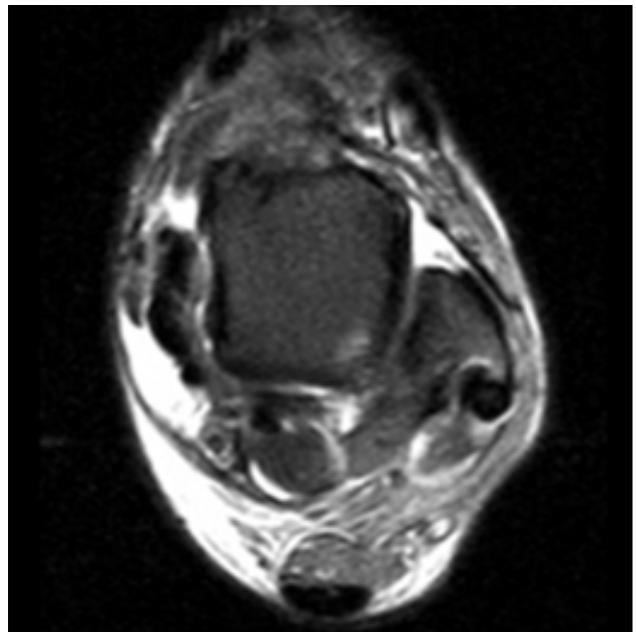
Corte axial de RM luego de la profundización.
